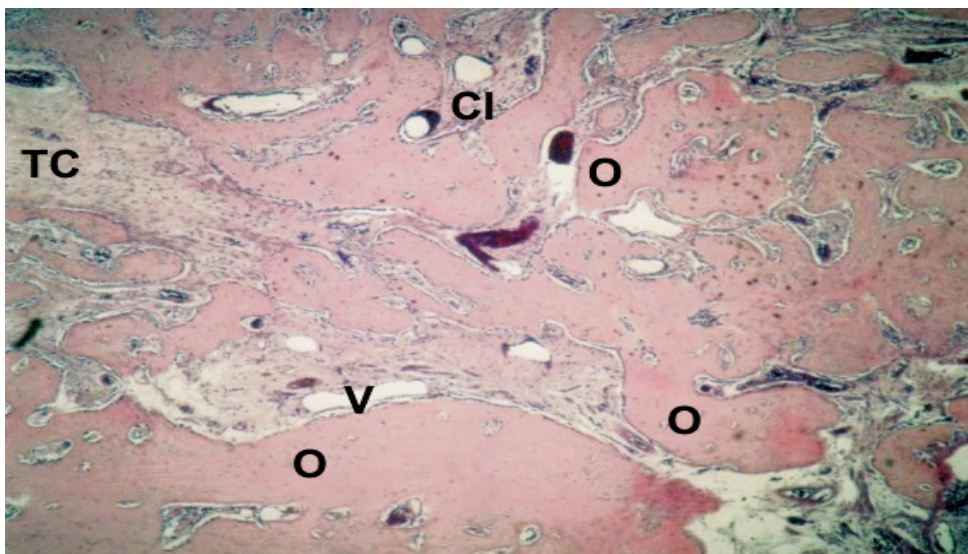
Fotomicrografia de porção do terço médio alveolar do grupo IIC. Observar intensa neoformação óssea (O) com trabeculado mais espesso que a região apical atingindo a região central do alvéolo de maneira convergente, ocupando quase toda a extensão do alvéolo nesta área. Na região central o tecido conjuntivo (TC) está mais maduro. Exibe presença de vasos sanguíneos (V), conjuntivo intertrabecular (CI) aparece diminuto com o crescimento alveolar ósseo. Coloração HE. Aumento:  $\pm 56X$ .
